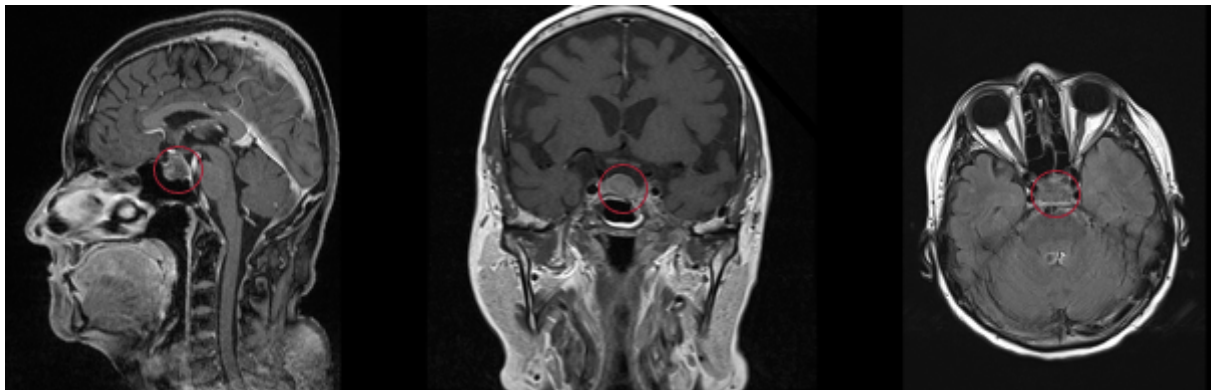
Beispielhafte MRT-Aufnahmen zur Vermessung des Tumors; links: sagittale Ebene, T1 MP-RAGE 3d mit KM; mittig: koronare Ebene, T1 TSE 2mm; rechts: axiale Ebene, T1 FLAIR;
